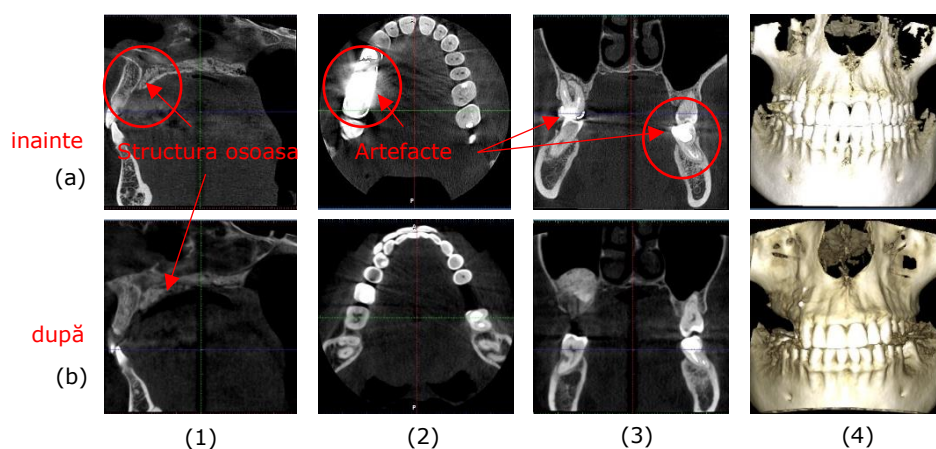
CBCT 3D efectuat pe același pacient (FC, bărbat, 29 ani): imagini (a) înainte și (b) după optimizare. Notății: (1) axial, (2) sagital, (3) coronal și (4) redare 3D.
